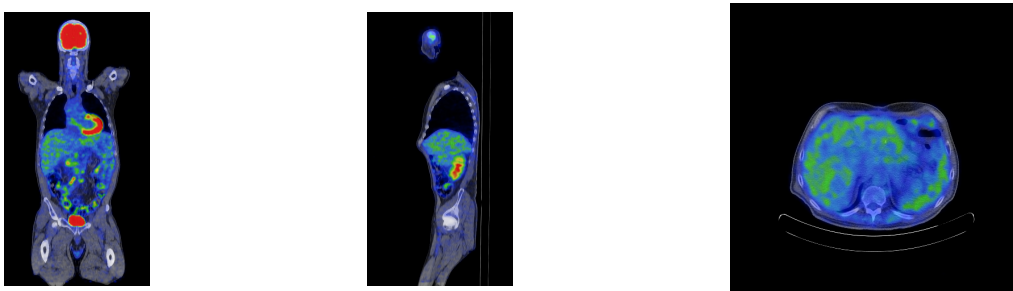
Exemplo de cortes coronais, sagitais e axiais contendo o fígado em TEP/TAC.
